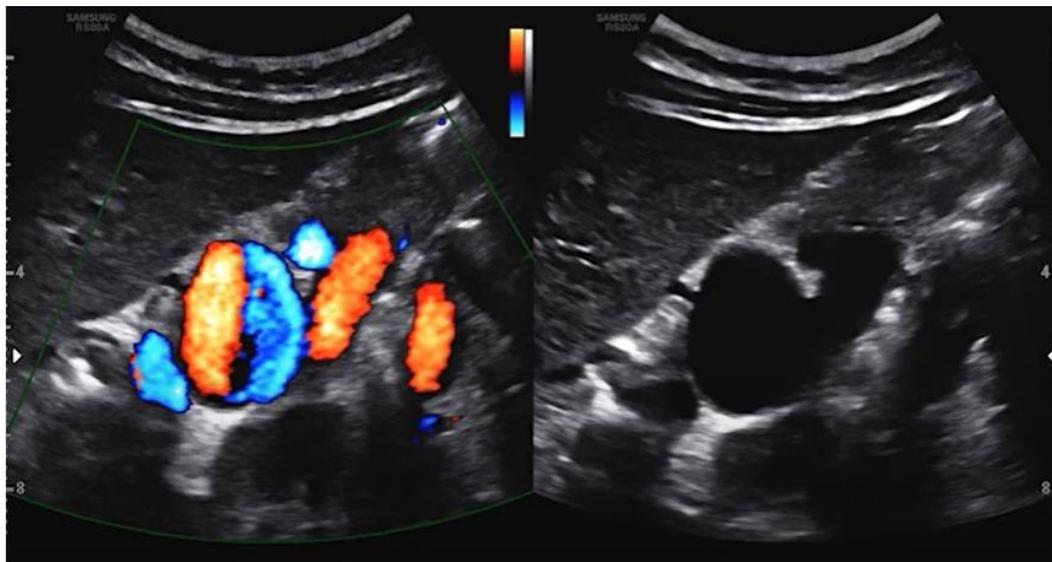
US com doppler de AAE. Disponível em: [\(207\) aneurisma arteria splenica - YouTube](#).
